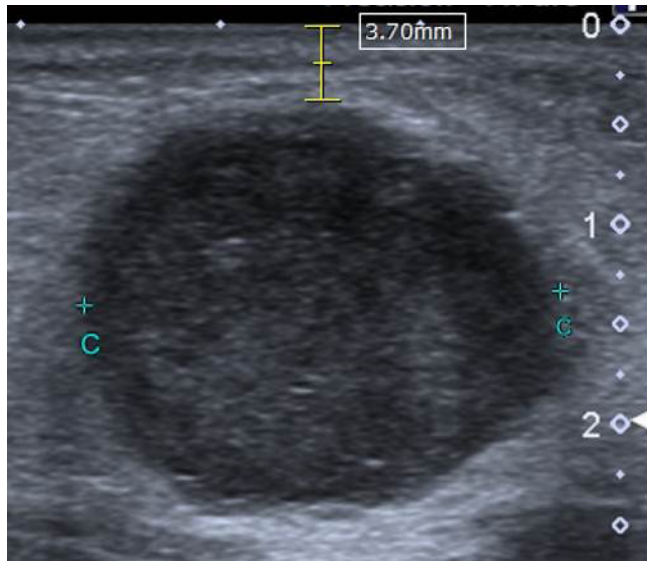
Ultrasonographic tumor-to-skin distance measurement
